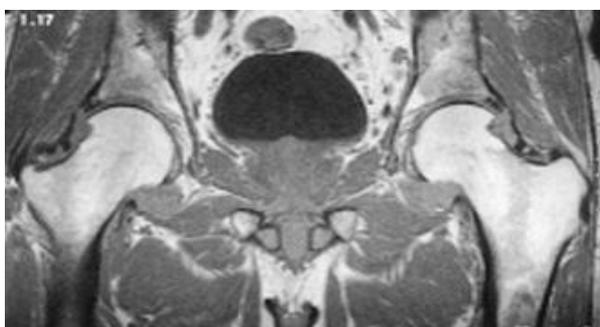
IRM montrant une coxite à gauche avec une inflammation des parties molles
